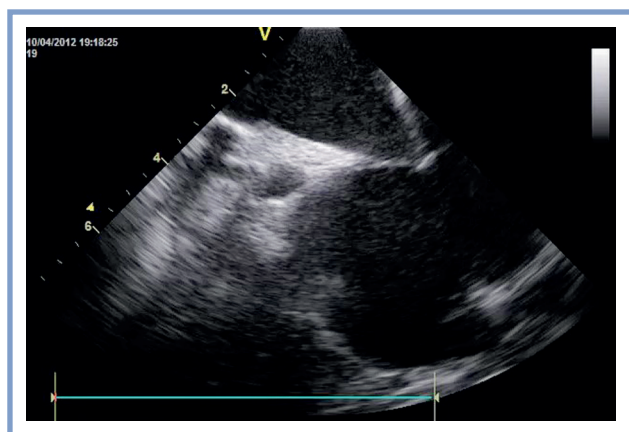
Пункция межпредсердной перегородки под контролем внутрисердечной эхокардиографии.
